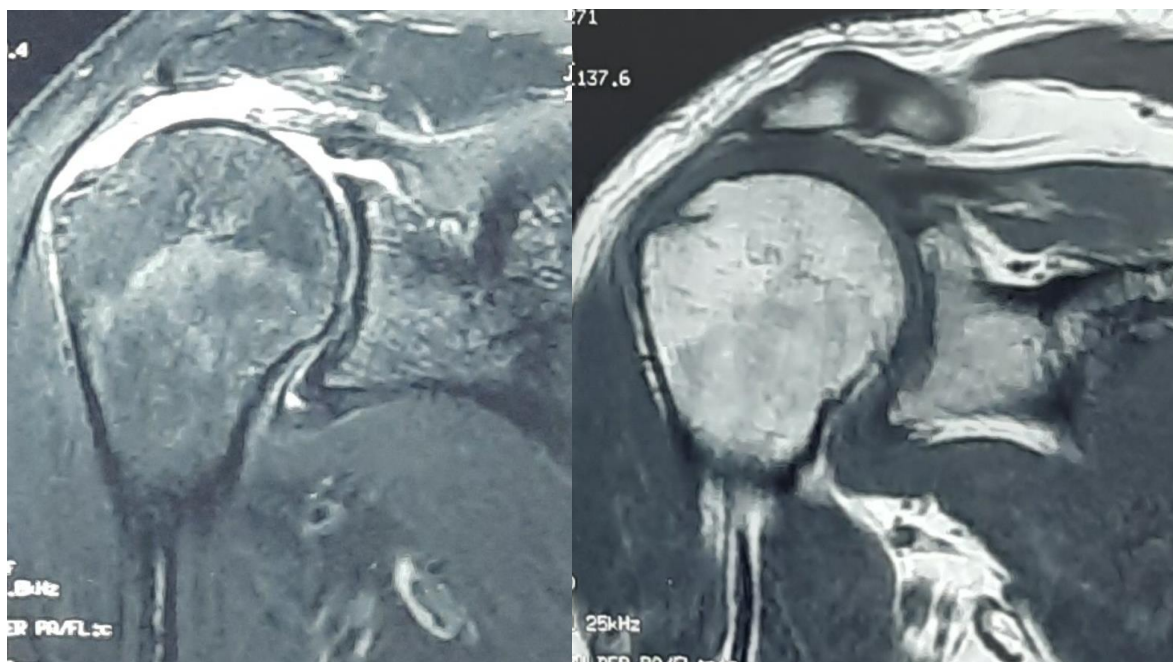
IRM de l'épaule, coupes coronales T2 et T1 d'un patient présentant une rupture du supra-épineux.
